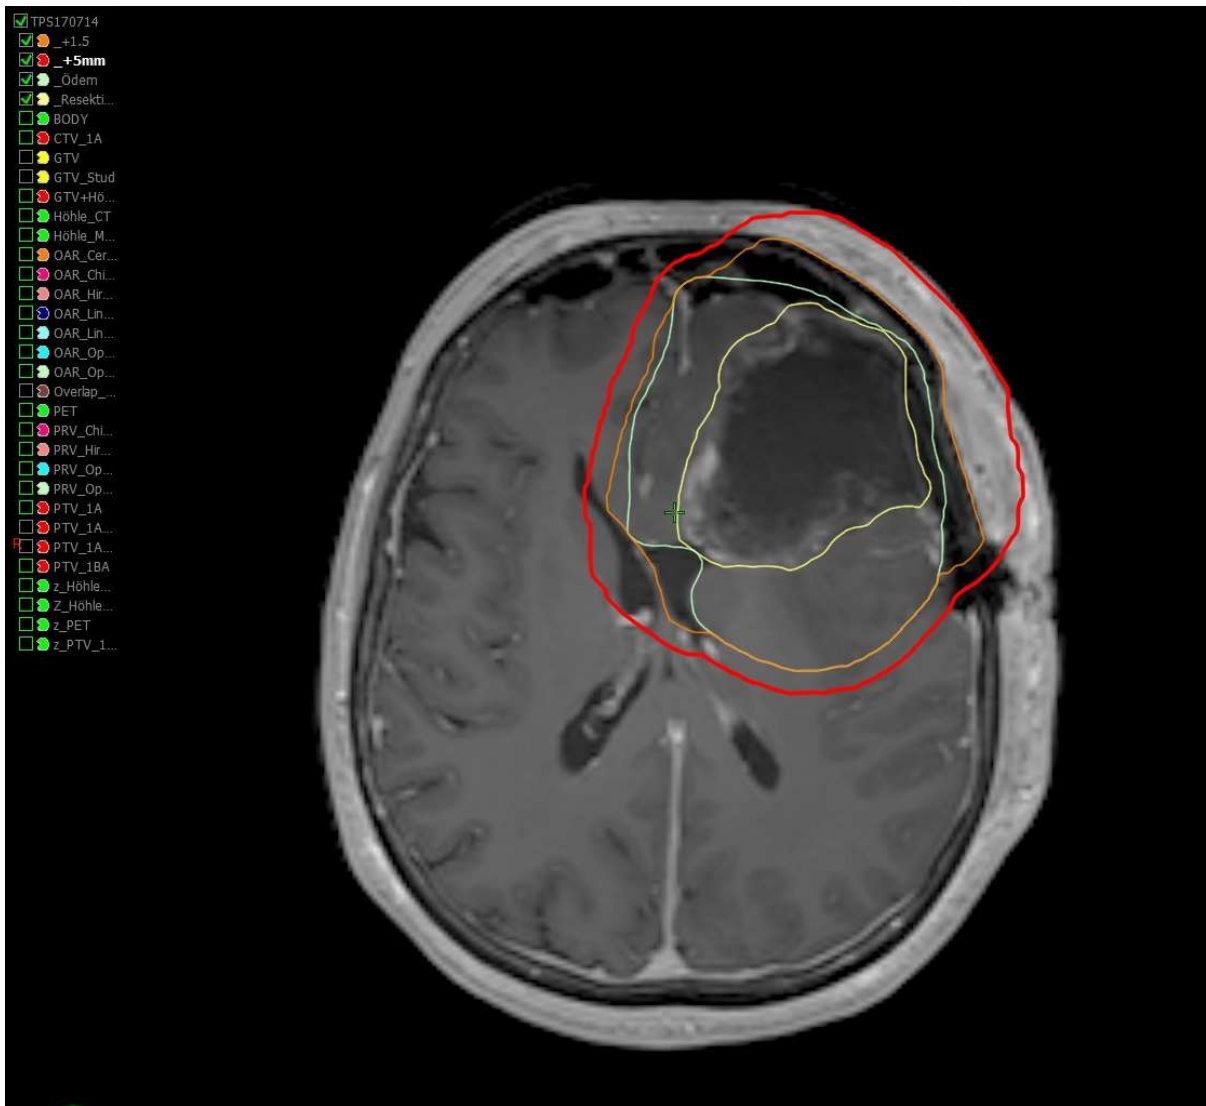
Postoperative KM-gestütztes MRT bei Z.n. Totalresektion eines Glioblastoms (Abb. Aus der Universitätsmedizin Mainz)
